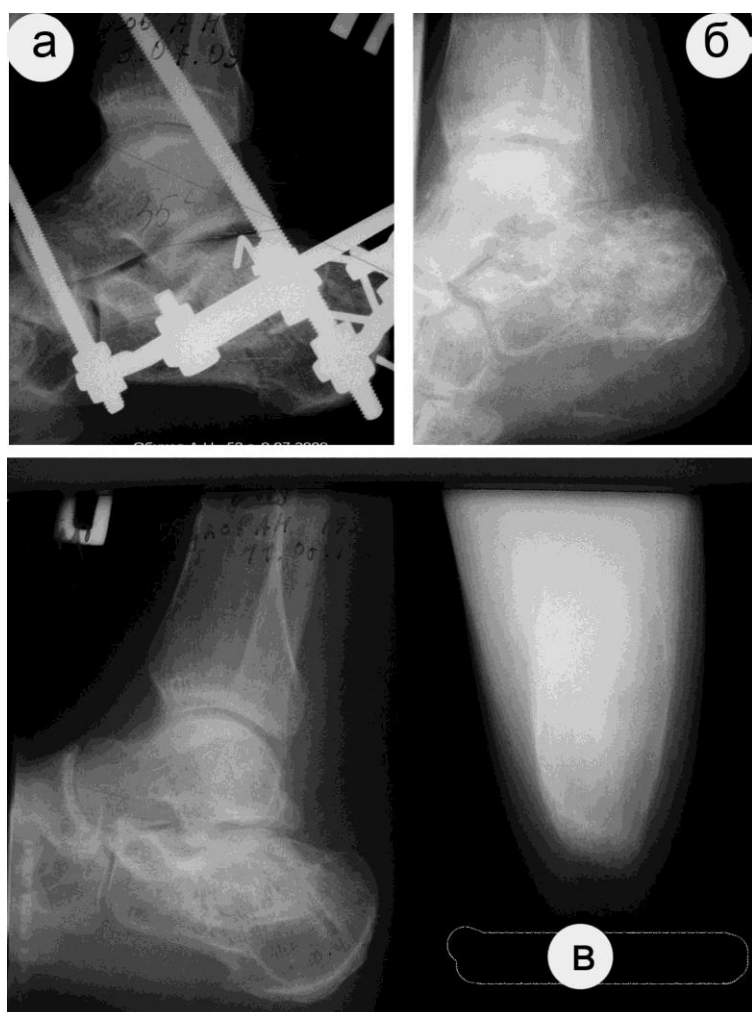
Рентгенограммы стопы больного О., 54 г. (и.б. № 22621):
